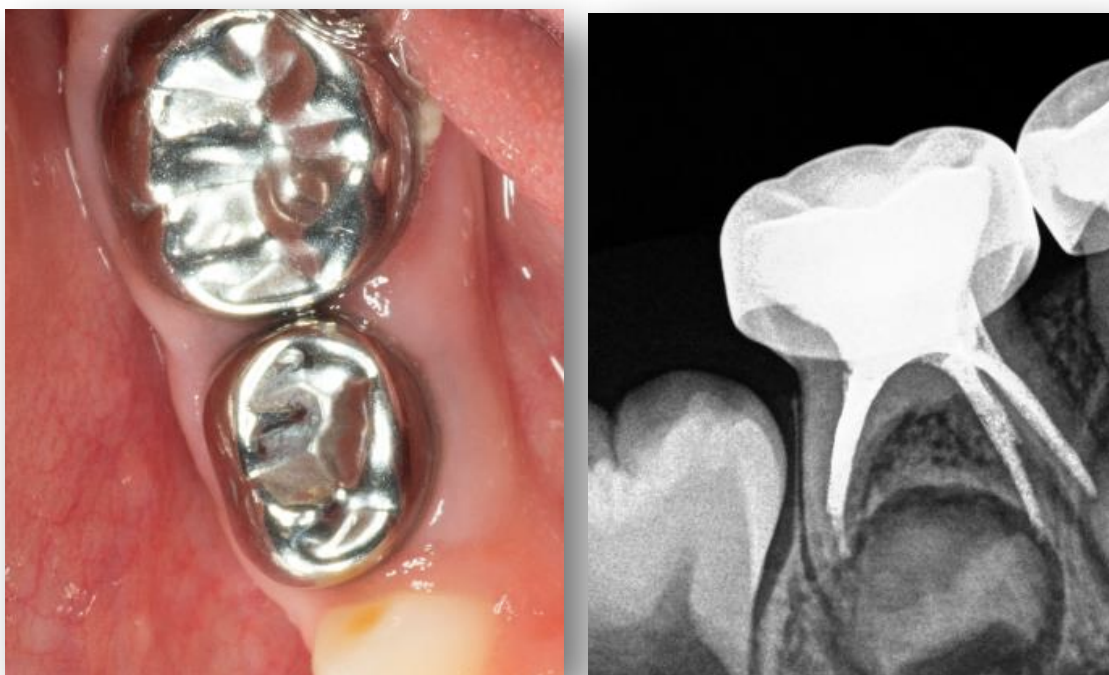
Fotografía y radiografía de seguimiento a los 4 meses posterior al tratamiento de pulpectomía en órgano dental 85.
